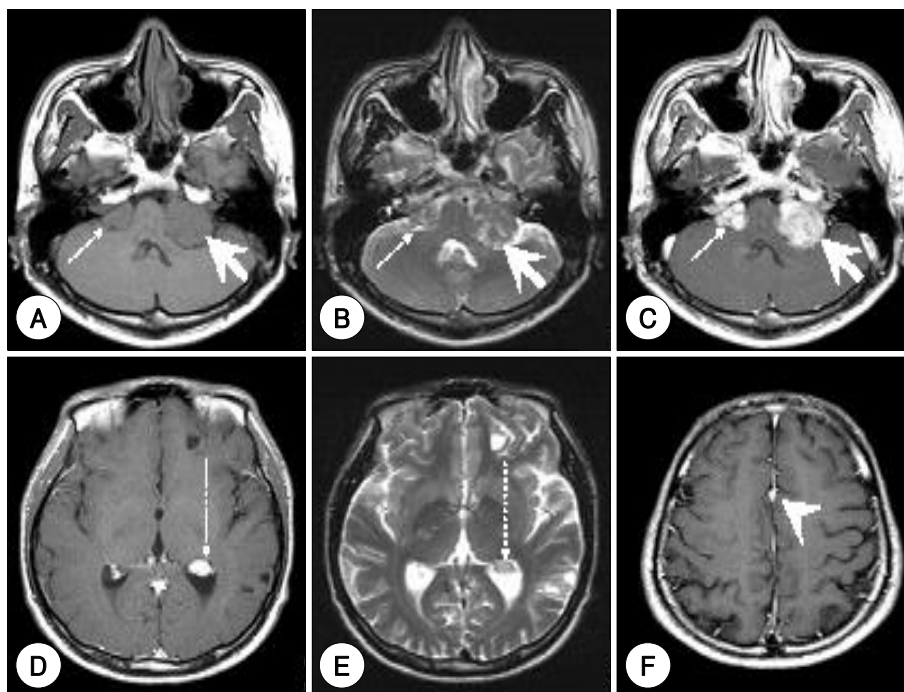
Brain MR findings show both acoustic schwannomas, left 4th ventricular meningioma and multiple gangliomas. A : Axial T1-weighted MR image with both acoustic schwannomas (small white arrow and large white arrow). B : Axial T2-weighted MR image. C : Gadolinium T-1 weighted image. D, E : Axial T1-weighted and T2-weighted images with 4th ventricular meningioma (dotted long white arrow). F : Axial T1-weighted image with meningioma of falx cerebri (arrow head).
